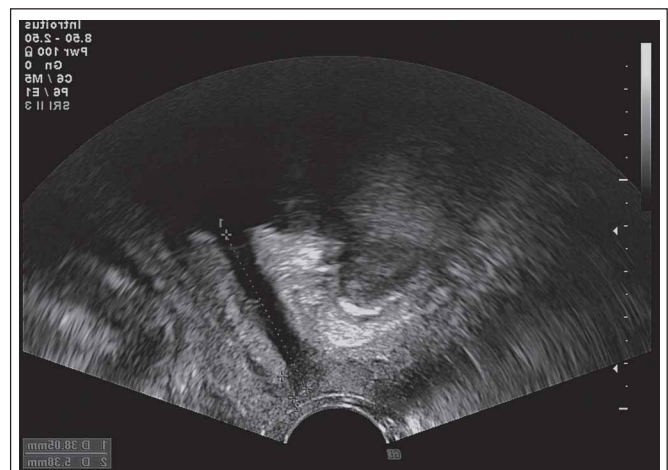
Ein entscheidender Faktor: Die sonographische Bestimmung der Urethralänge
